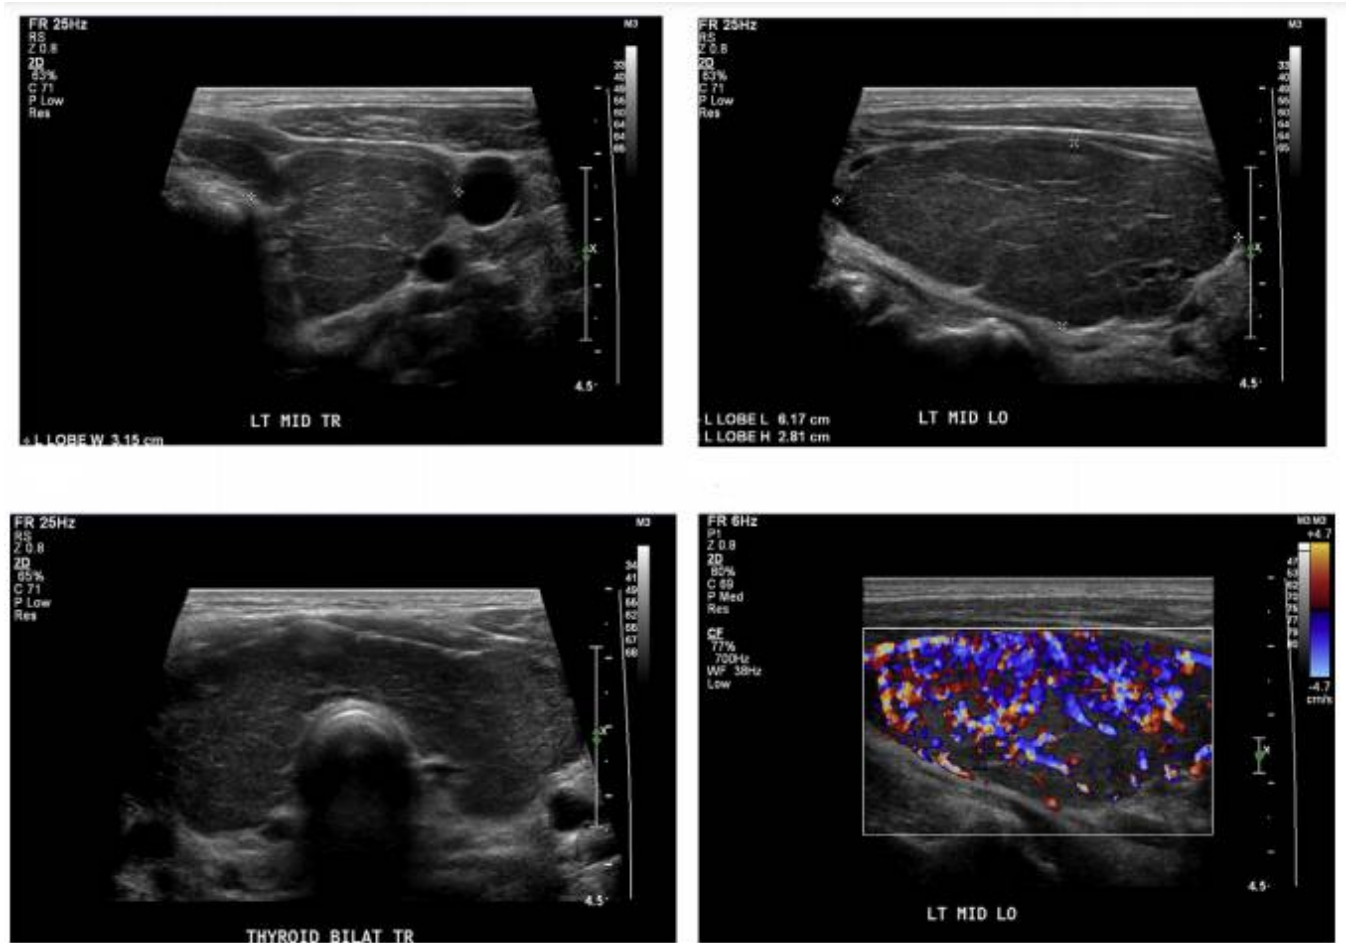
Aspect échographique de la maladie de basedow [43]
